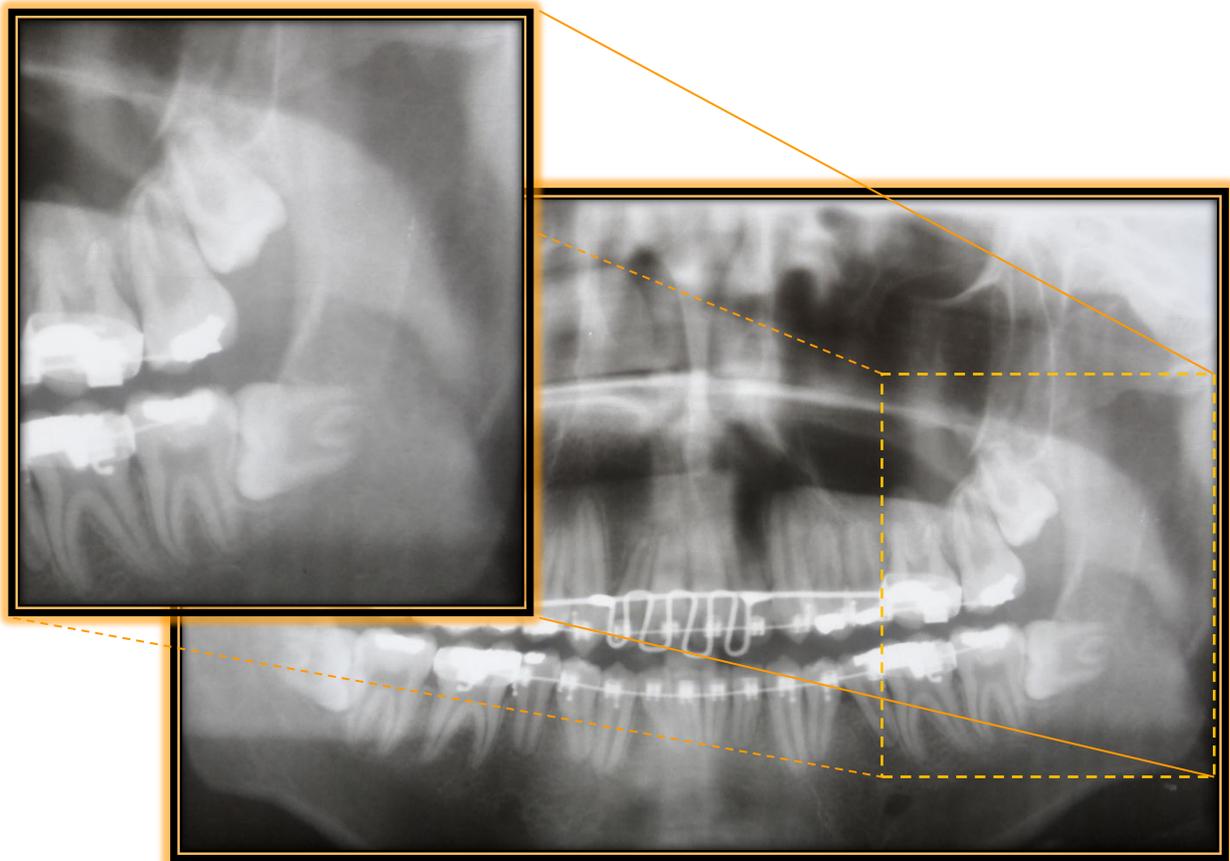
Radiografía panorámica, aumento de la imagen de zona a intervenir donde se observan el órgano dentario 28, clase I posición C de Pell y Gregory, distoangular según Winter; órgano dentario 38, clase II posición A, horizontal según Winter. (Radiografía completa en Anexo 5).
